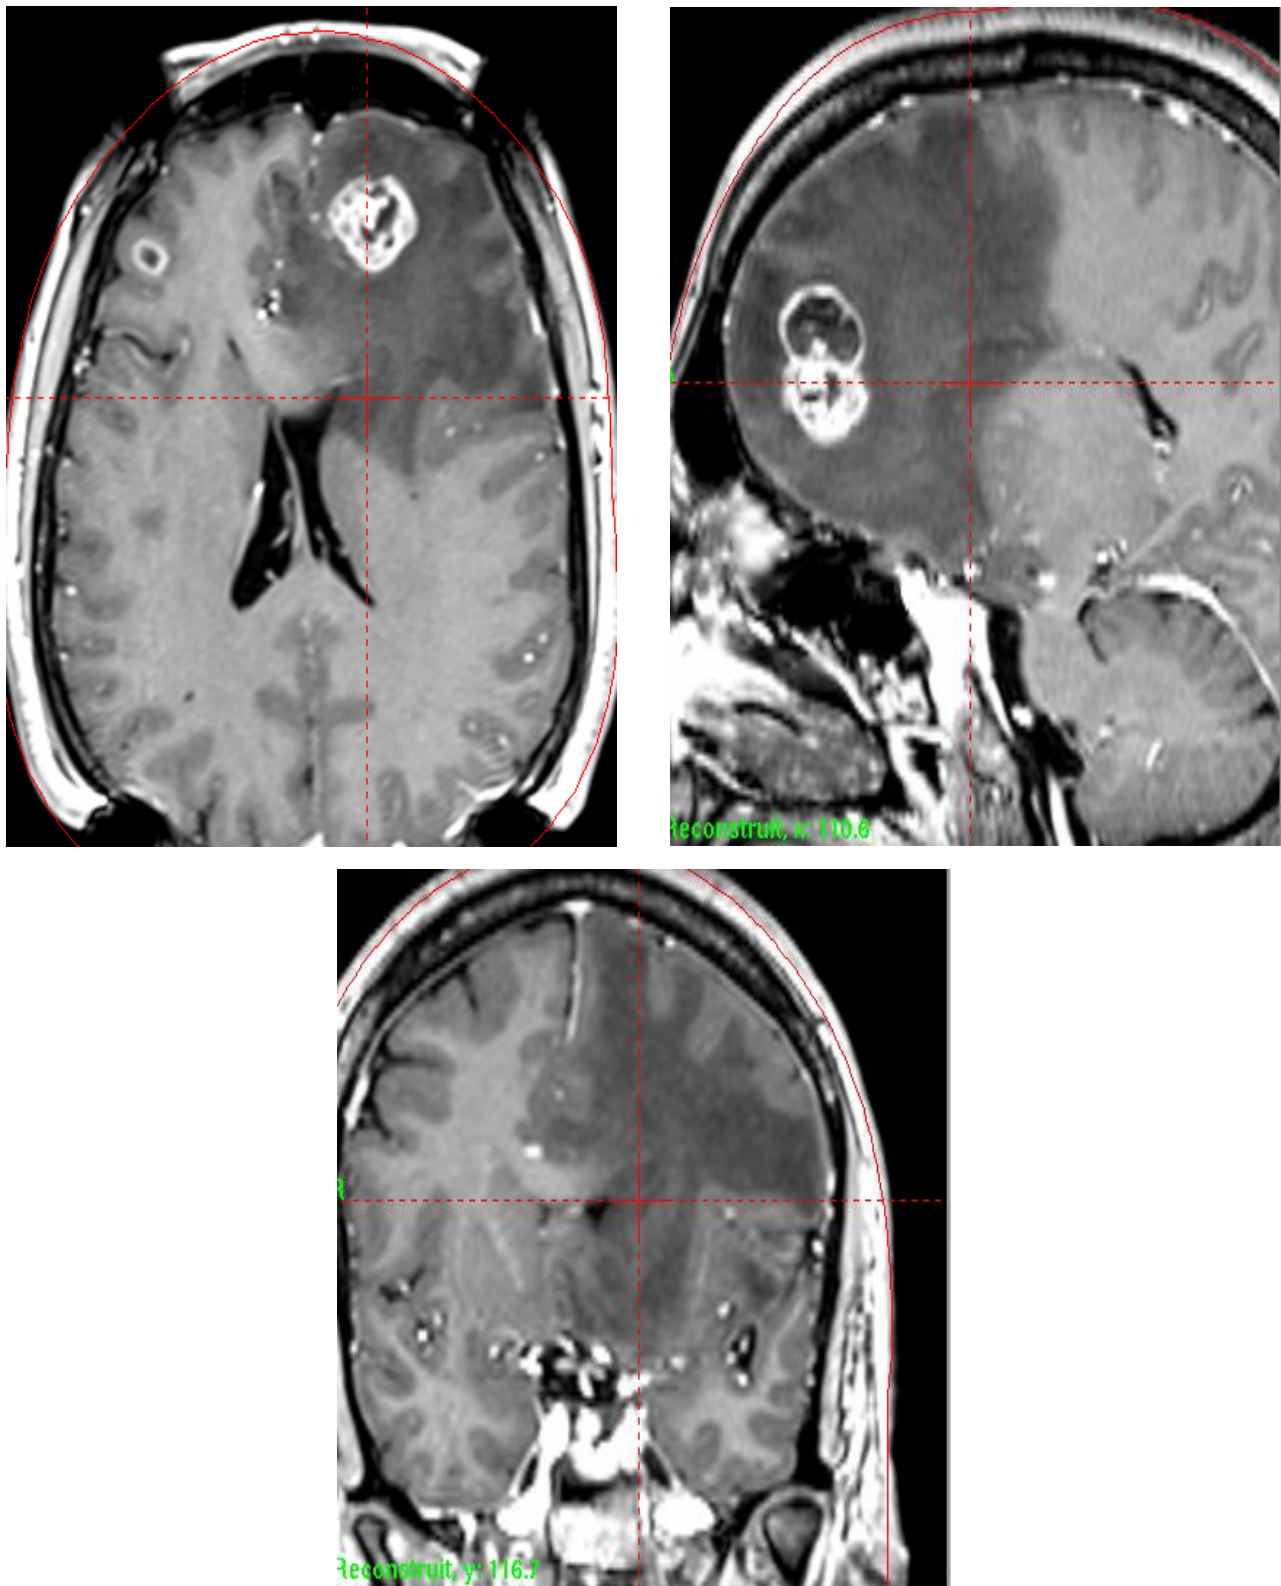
IRM cérébrale séquence MPR+ : coupe axiale en haut à gauche, coupe sagittale en haut à droite et coupe coronale en bas, illustrant une lésion kystique prenant le PC en périphérie avec œdème périlésionnel en doigt de gant et effet de masse sur la ligne médiane. (CNRNS à RABAT)
